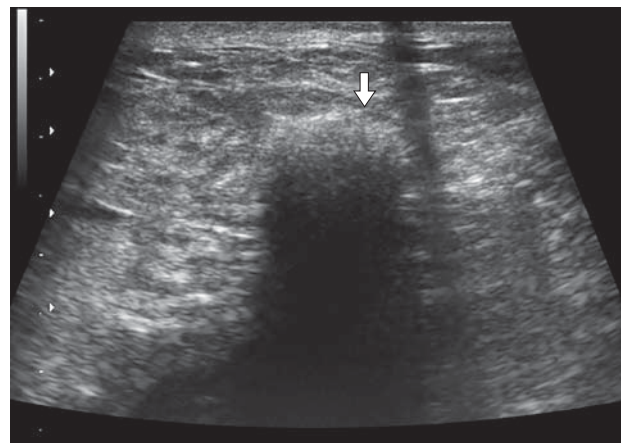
УЗИ брюшной полости. Марлевый тампон визуализируется в виде гиперэхогенного образования овальной формы с неровной поверхностью с выраженной акустической тенью (стрелка).
